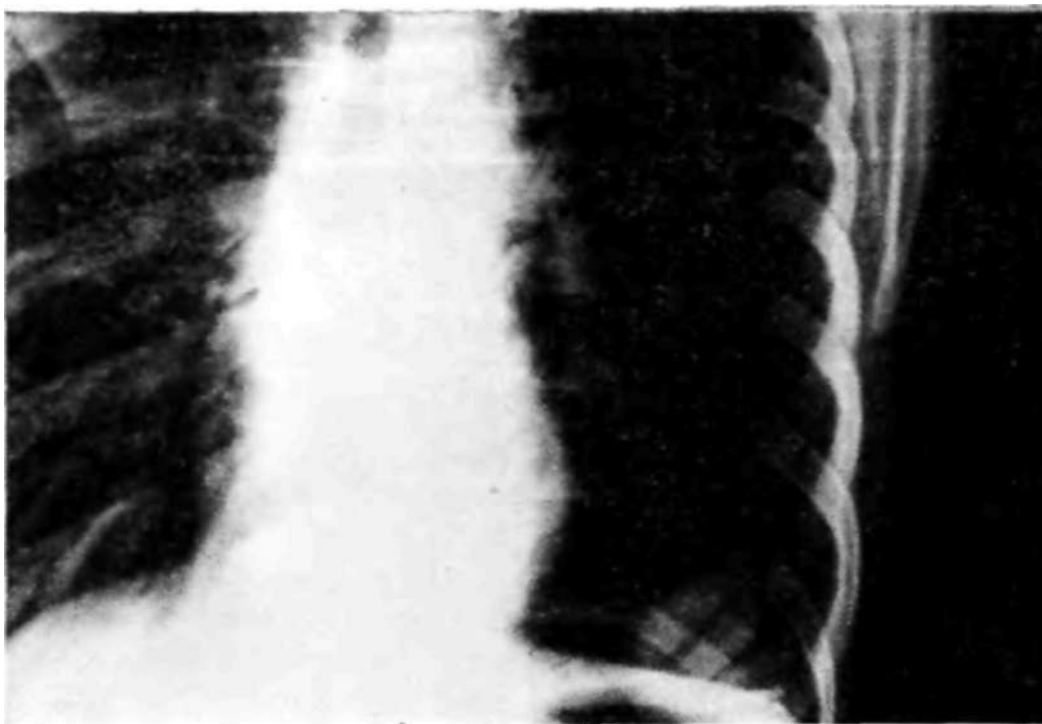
Рентгенограмма больной Б. (прямая проекция). Дермоидная киста диафрагмы.
